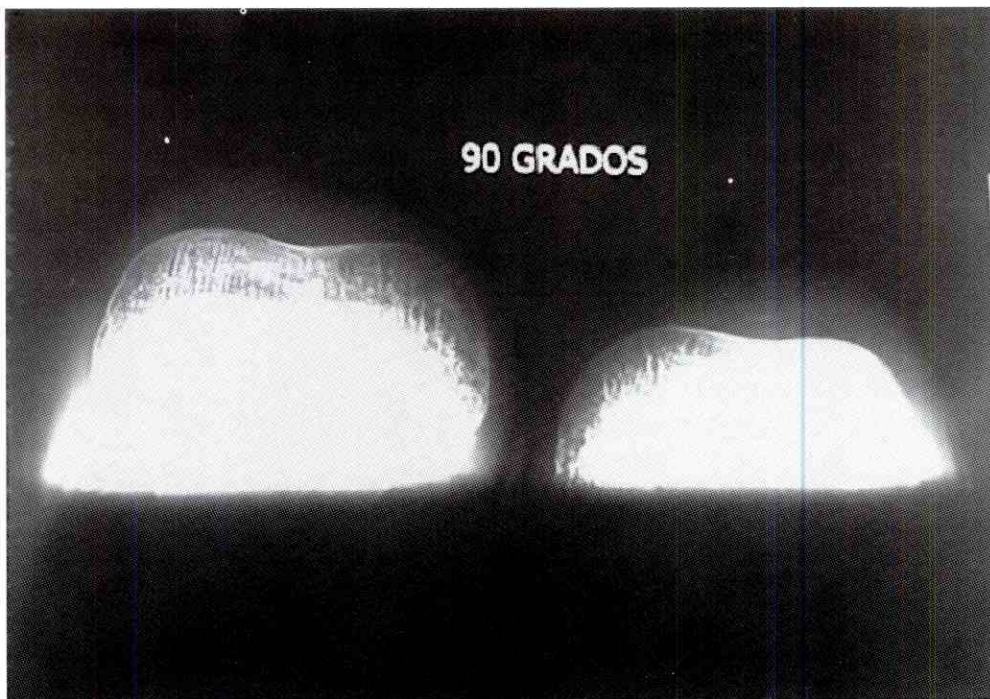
b. En radiografías axiales en 90 grados también se comprueba la ausencia del núcleo de osificación izquierdo y un gran retraso del derecho. Igual desplazamiento de las sombras de partes blandas hacia externo.
